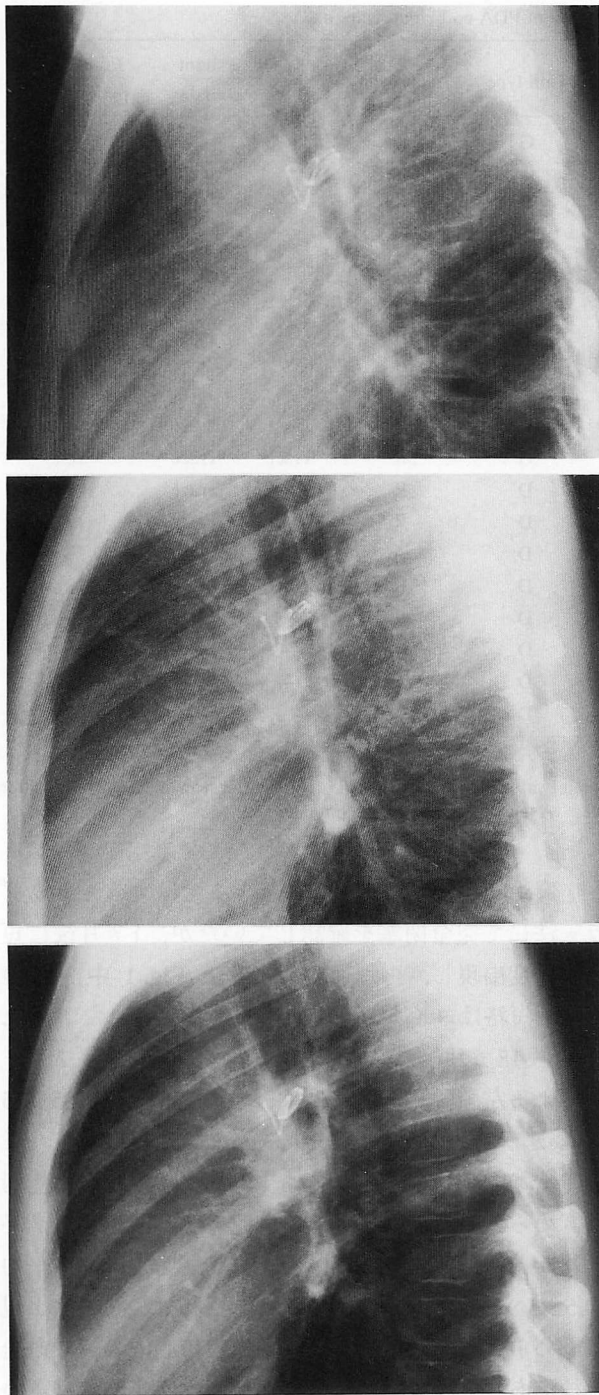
Chest radiographs, lateral projection, in patient 14 after PDA coil embolization with a 8×4 mm loops Jackson detachable coil, demonstrating morphological change of the coil
